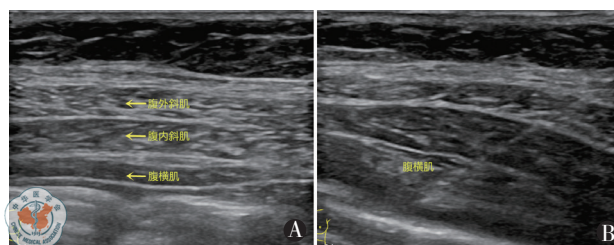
超声引导下侧腹壁肌 BTA 注射 A 为超声引导下定位三层侧腹壁肌肉; B 为超声引导下对腹横肌行 BTA 注射
